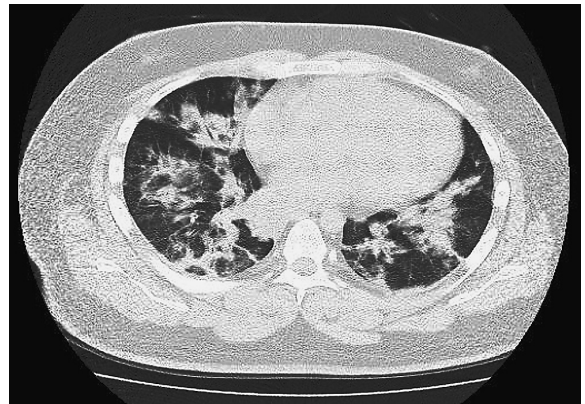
Chest CT on admission, showing diffuse consolidations with ground-glass opacities in bilateral lung fields
